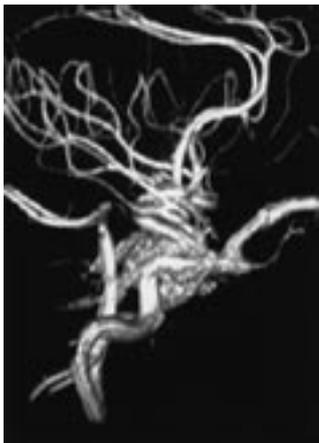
Caso 5. Angio-TC de crânio evidenciando grande fístula carótido-cavernosa.
